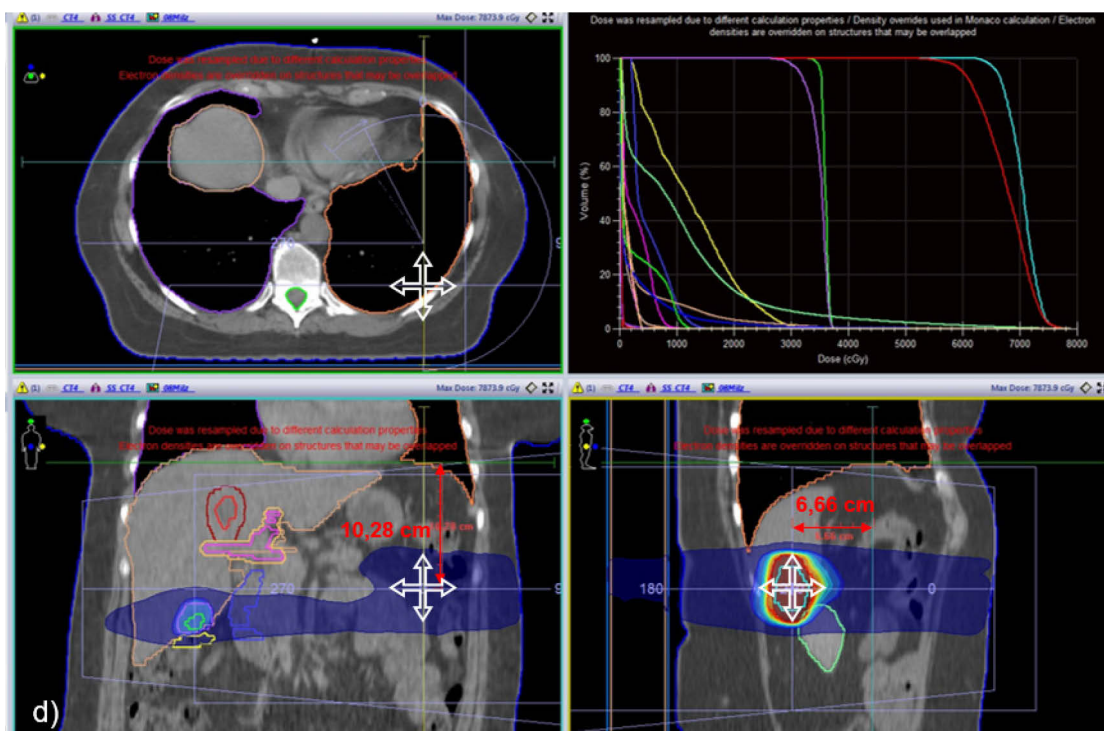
Screenshots der Idealpositionsmessung im Planungs-CT in Monaco bei drei Beispielpatienten. a) Patient 2, b) Patient 10 PTV1, c) Patient 10 PTV2, d) Patient 11 PTV1. Bei d) gab es bezüglich der Position der Diaphragmakuppe nach LR keine Abweichung.
